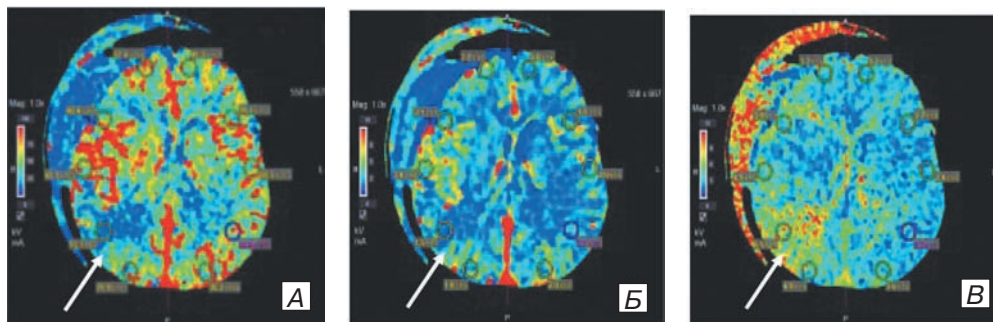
Пример использования перфузионной КТ в диагностике вторичных ишемических повреждений мозга: А) цветная CBF-перфузионная карта. Отмечается локальное снижение объемной скорости мозгового кровотока (CBF) в правых височной и затылочной долях головного мозга (указано стрелкой); Б) цветная CBV-перфузионная карта. Отмечается снижение церебрального объема крови (CBV) в правых височной и затылочной долях в
